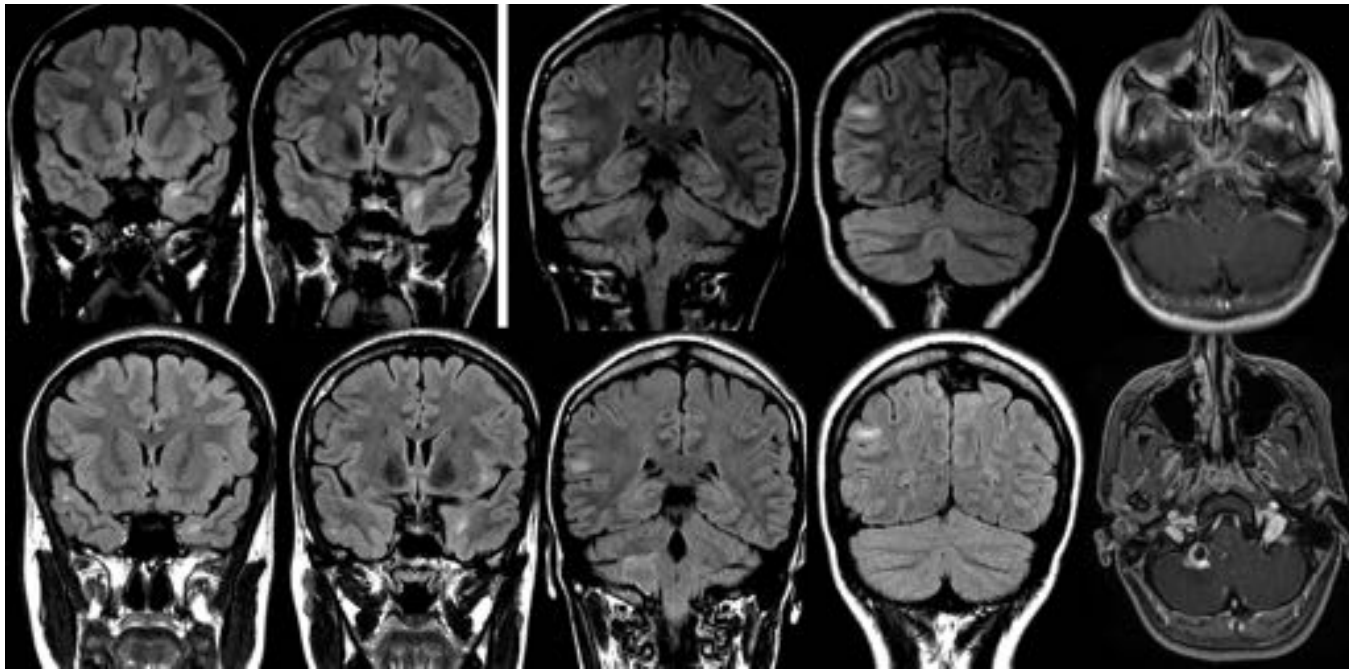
RM imágenes potenciadas en T2 y T1. Corresponden a la paciente de sexo femenino de 16 años de la figura 4. Las lesiones cortico-subcorticales no mostraron cambios en los controles realizados en los años 2008 (primera línea) y 2014 (segunda línea). Un hemangioblastoma cerebeloso apareció en el control del año 2014.
